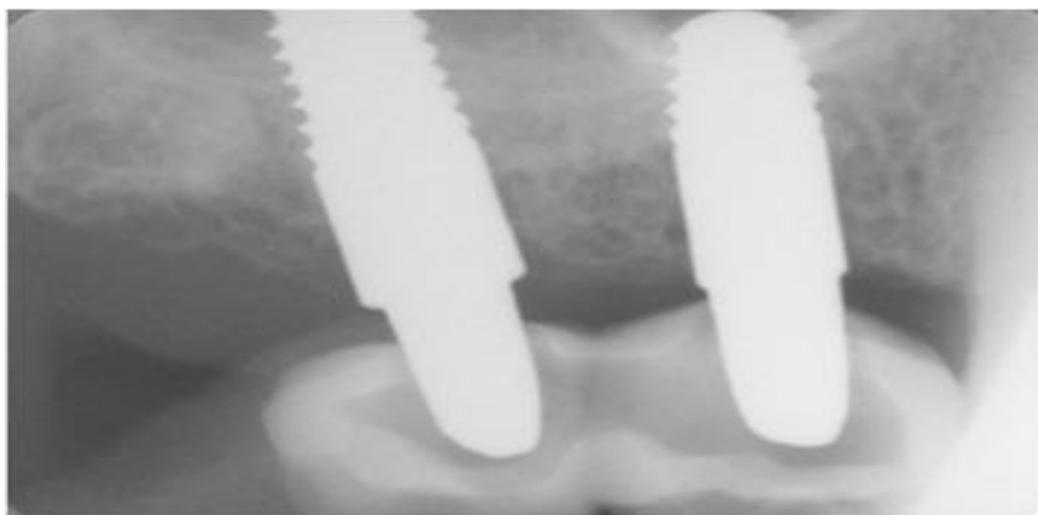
Периапикальная рентгенограмма через 1 год после имплантации: отмечается стабильность периимплантатных тканей.
